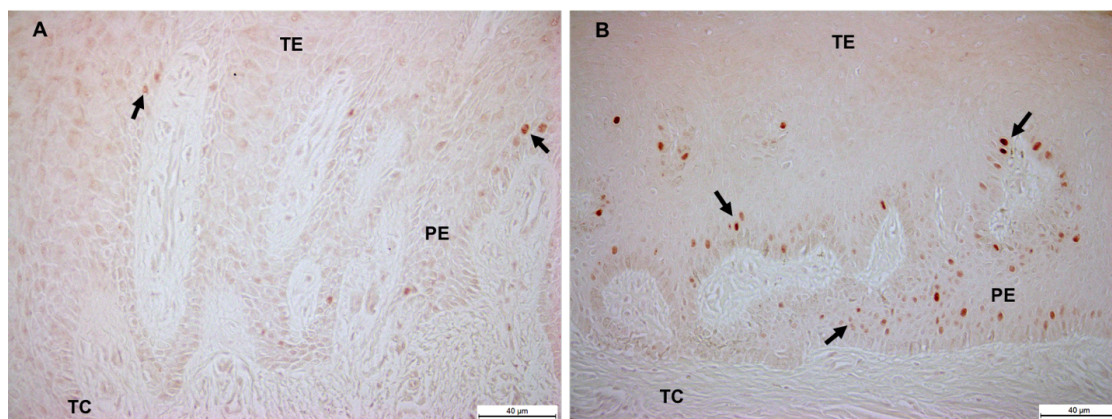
Detección de Ki-67 en células sometidas a división celular en epitelio gingival de individuo sano (A) y paciente con AGTO (B). TE: tejido epitelial; TC: tejido conjuntivo; PE: prolongación epitelial. Barra negra: 40 µm (A, B).
